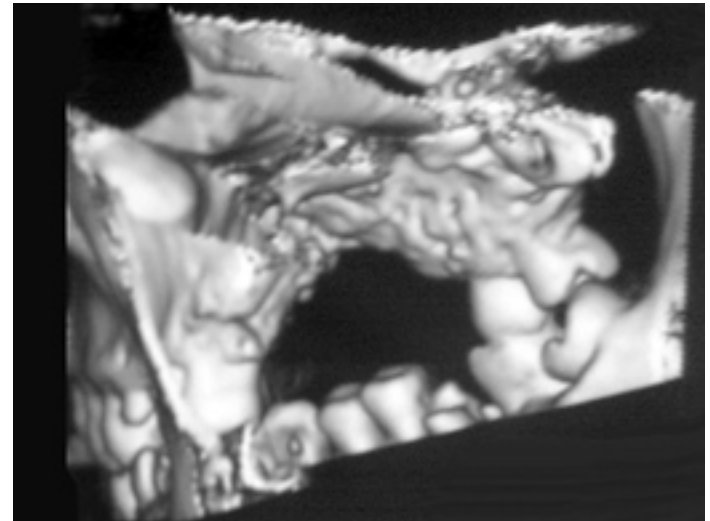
СКТ: остеомиелит верхней челюсти справа
